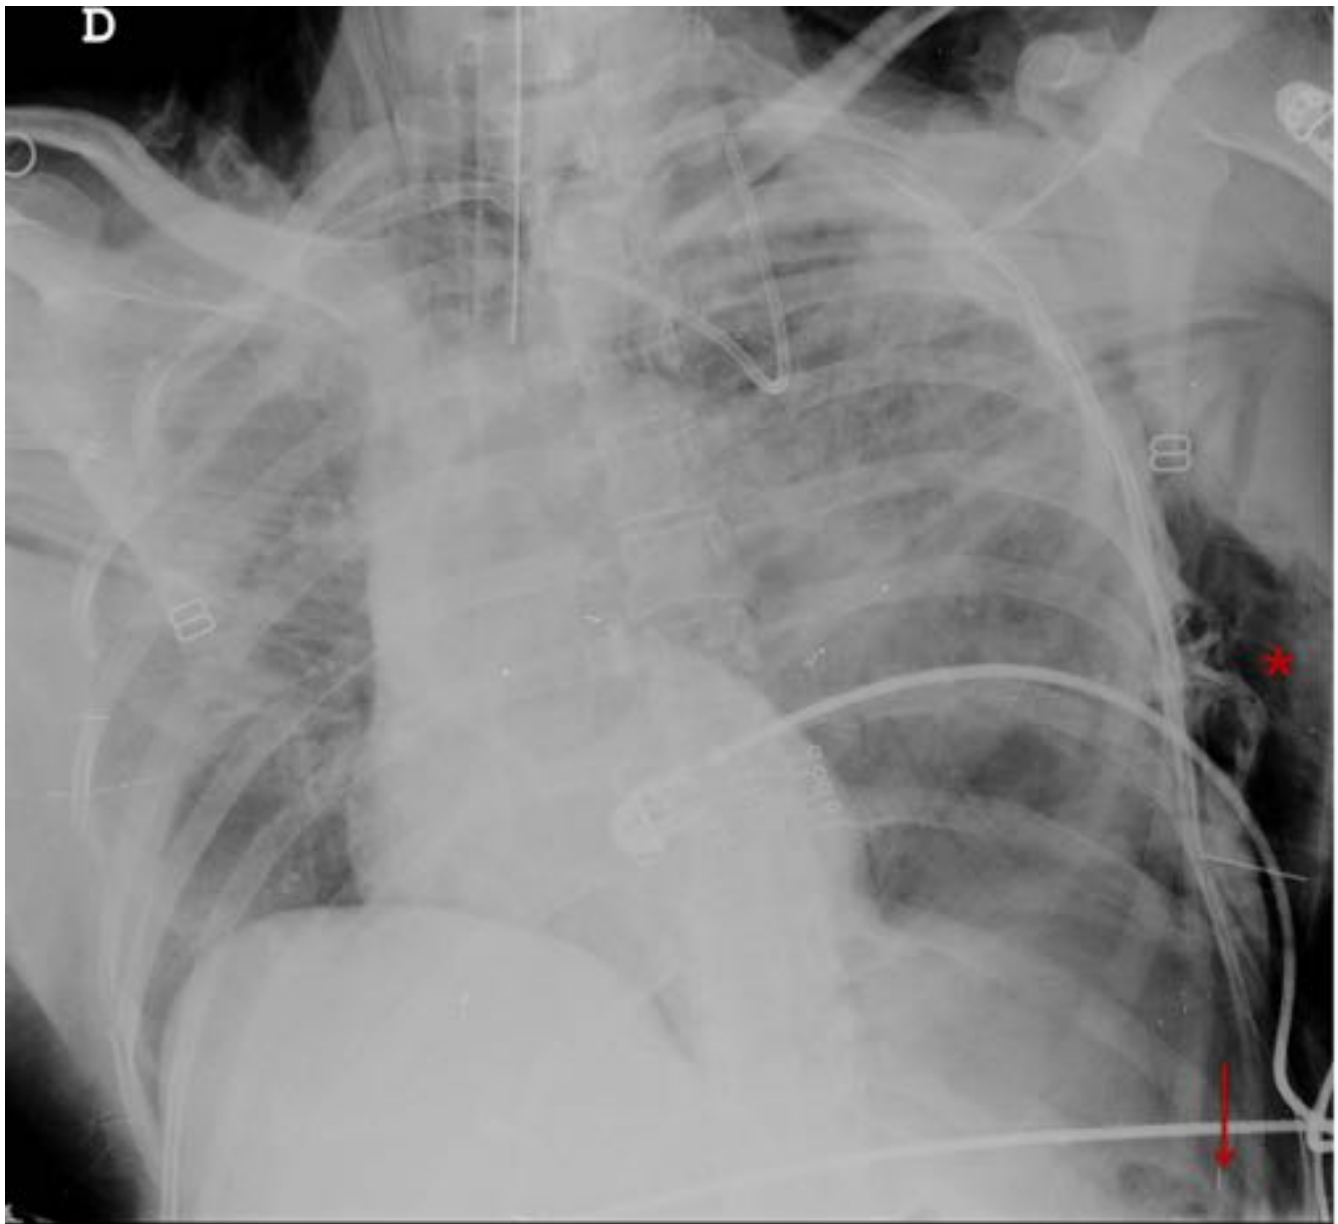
Mujer de 54 años que sufre accidente de tráfico. Radiografía simple (Rx) de tórax portátil en proyección antero-posterior (A-P). Se identifica importante enfisema subcutáneo (*), un seno costofrénico izquierdo profundo (flecha) y una desviación del mediastino hacia la derecha. Hallazgos en relación con un neumotórax izquierdo a tensión.
